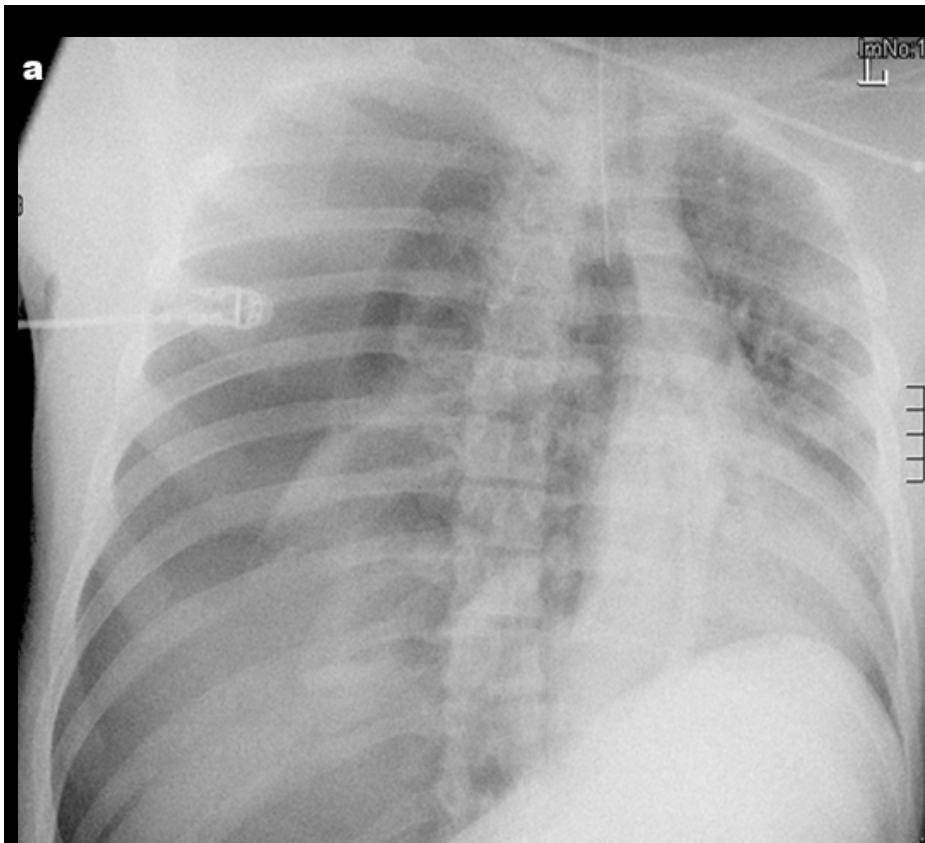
Fallen Lung Sign. Polytraumatisierter junger Erwachsener unter manueller Reanimation. (a) AP-Radiogramm des Thorax direkt nach Aufnahme. Bemerkenswert ist die dorsale Position der Lunge und die massive Spannungskomponente in Richtung der linken Seite. Die kontrastmittelverstärkte (contrast-enhanced=CE) CT in axialer Schnittbildführung mit Weichgewebfenster-Einstellung (b) beweist den Spannungspneumothorax, die massive Blutung nach kompletter Avulsion des rechten Hilus und das subcutane Emphysem. Der Patient war trotz intensivster Bemühungen nicht zu retten und der Befund rechtfertigte das Einstellen der Wiederbelebungsmaßnahmen. Quelle: [20].
